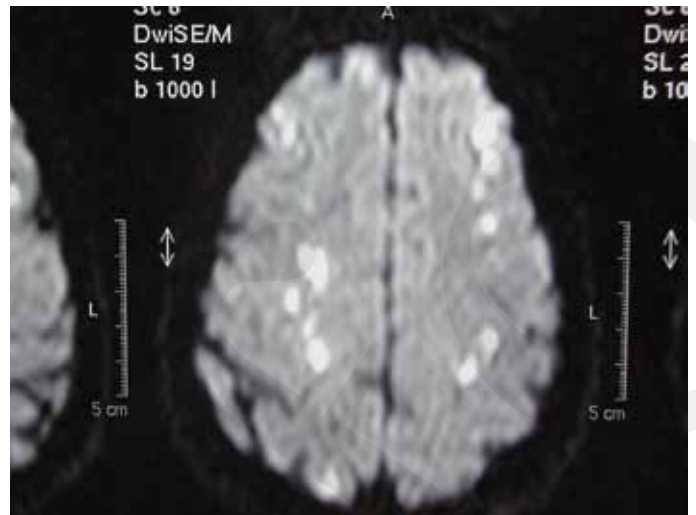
MRI Schädel: Diese 55-jährige Patientin wurde mit schwerer respiratorischer Globalinsuffizienz bei multiplen Infiltraten und diffus verteilten zerebralen Ischämien intubiert und überlebte mit vollständiger neurologischer Restitutio und leichter, nicht vollständig reversibler bronchialer Obstruktion
